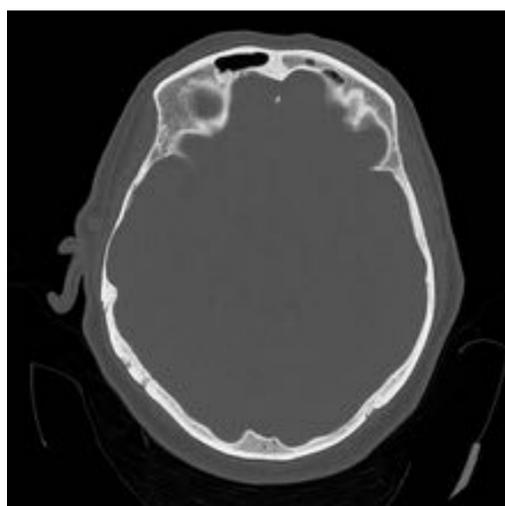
TC sin contraste i.v. donde en un politraumatizado por accidente de tráfico se observa una hiperdensidad del espacio subaracnoideo compatible con HSA traumática. En la reconstrucción de hueso se observa fractura occipital.
